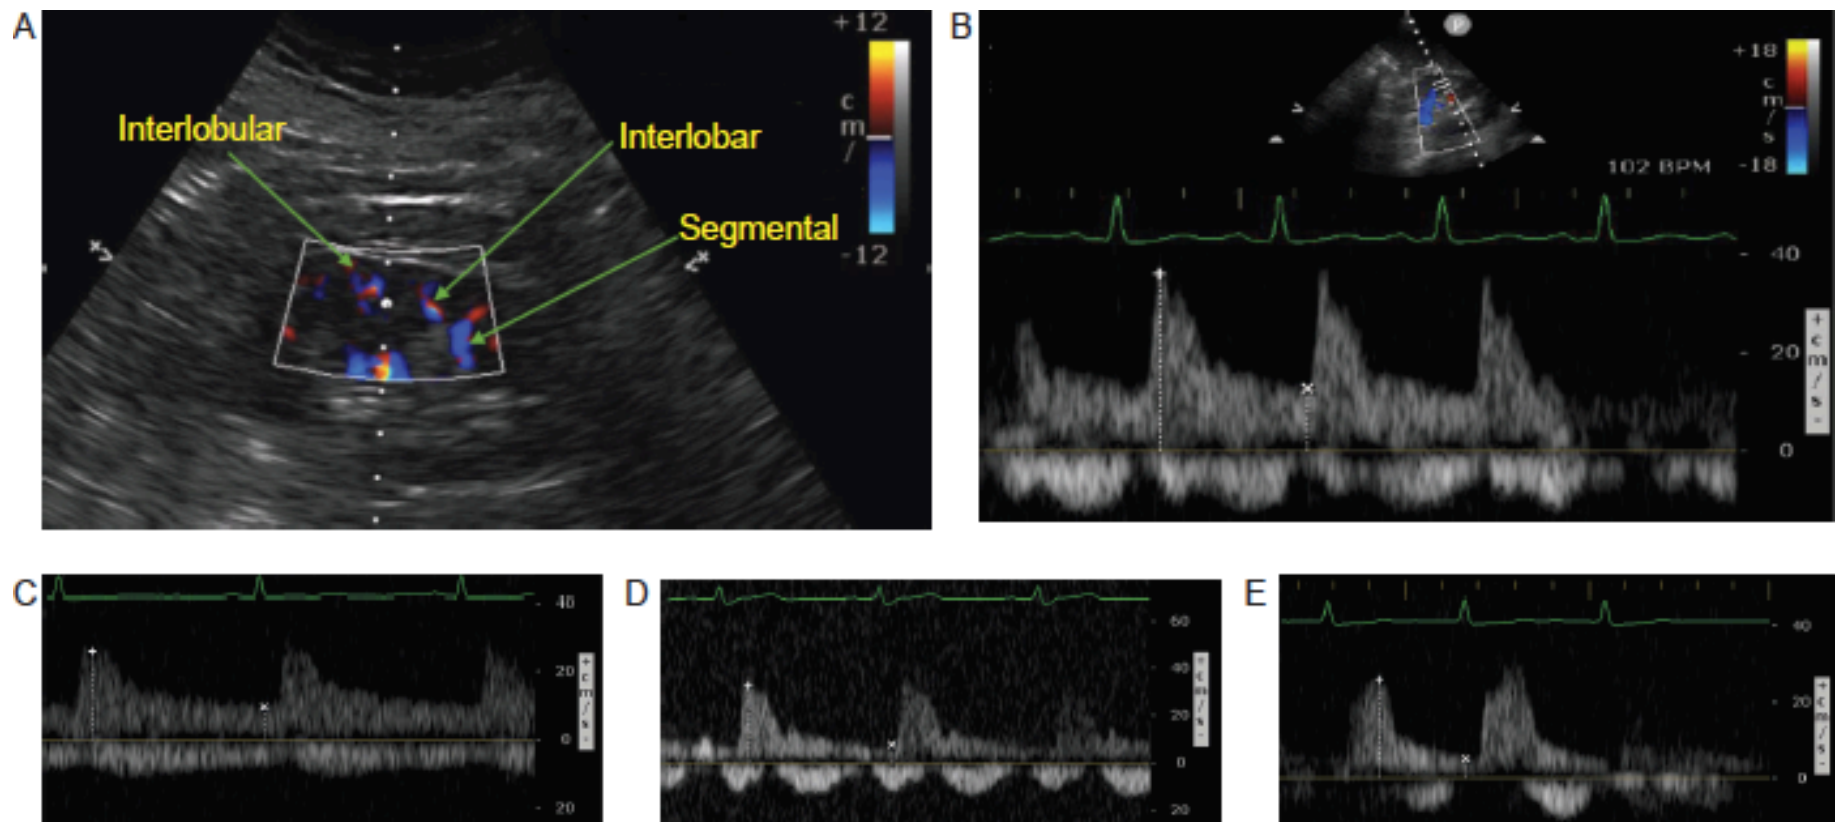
Technique d'acquisition du flux veineux intra-rénal en Doppler. A : Le Doppler couleur permet l'identification des vaisseaux inter lobaires. B : Index de résistance vasculaire rénal ($IR = \frac{\text{pic de vitesse systolique} - \text{vitesse télédiastolique}}{\text{pic de vitesse systolique}}$). C, D et E : Profils de flux veineux rénal obtenus au Doppler pulsé. C : profil normal - continu durant l'ensemble du cycle cardiaque. D : flux discontinu biphasique - 2 composantes systolique et diastolique encore présentes. E : flux discontinu monophasique - composante exclusivement diastolique. Adapté à partir de Beaubien-Souligny et al.(29)
